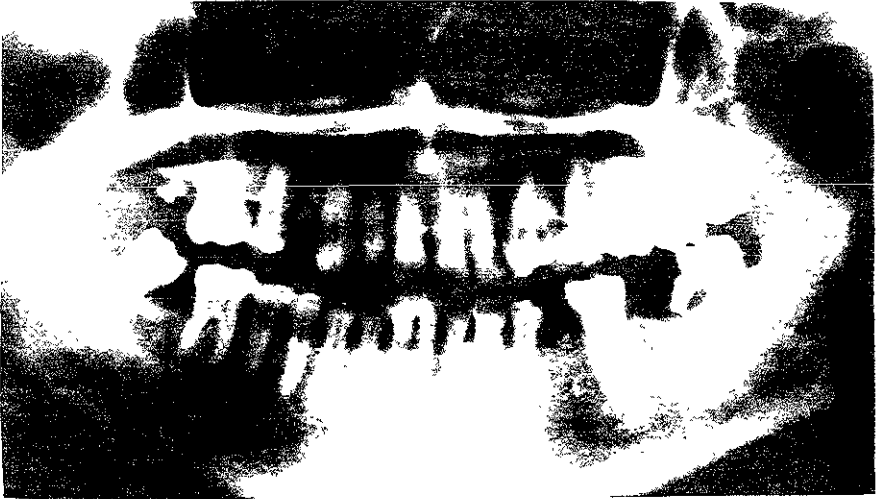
Radiografía inicial.
